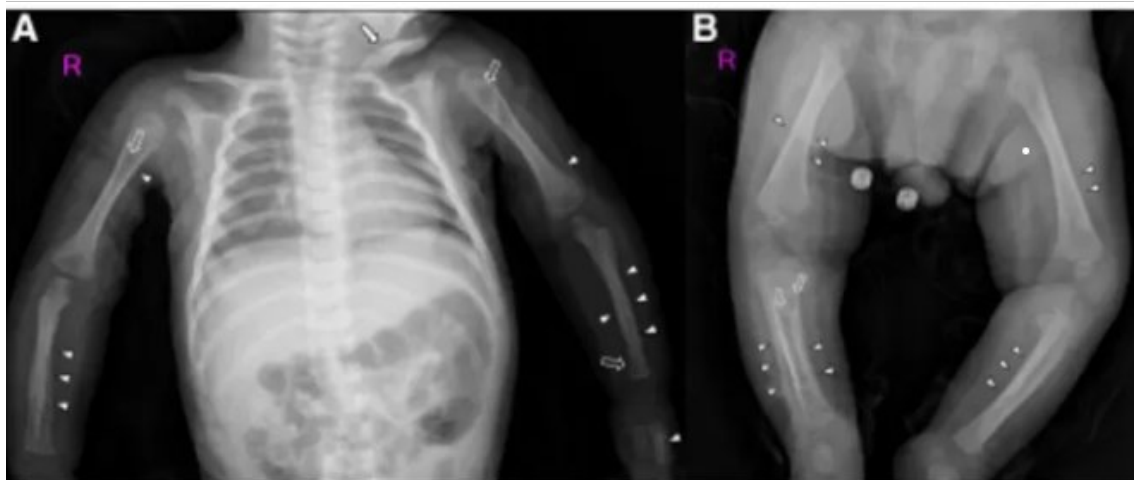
Long-bone Radiographs of the Patient. A: Anteroposterior radiograph including both upper extremities and the thorax demonstrates symmetric solid periosteal reactions (arrowheads) causing cortical hyperostosis involving the bilateral radius, ulna, humerus and the left metacarpal bones. Lytic destructive lesions are noted in the proximal metaphysis of both humeri and in the metaphysis of the left radius (open arrows). A pathologic fracture of the left clavicle is also observed (white arrow). B: Anteroposterior radiograph of the bilateral lower extremities demonstrates diffuse, symmetric solid periosteal reactions (arrowheads) resulting in cortical hyperostosis of the bilateral tibia, fibula and femur. Lytic destructive changes in the proximal metaphysis of the right tibia (open arrows) are present.
